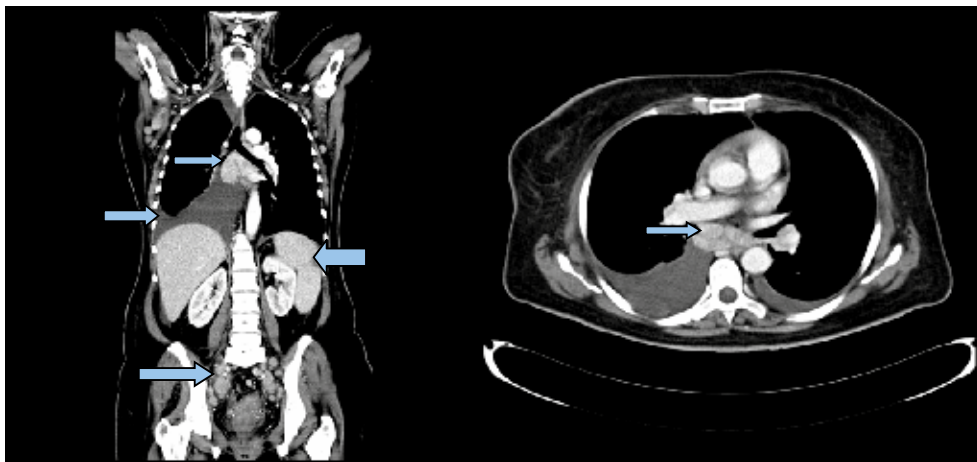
CT-scan findings on second admission showing enlarged mediastinal, axillary and iliac lymph nodes and bilateral (predominantly right) pleural effusion. On the frontal incidence image, splenomegaly is also noted.
